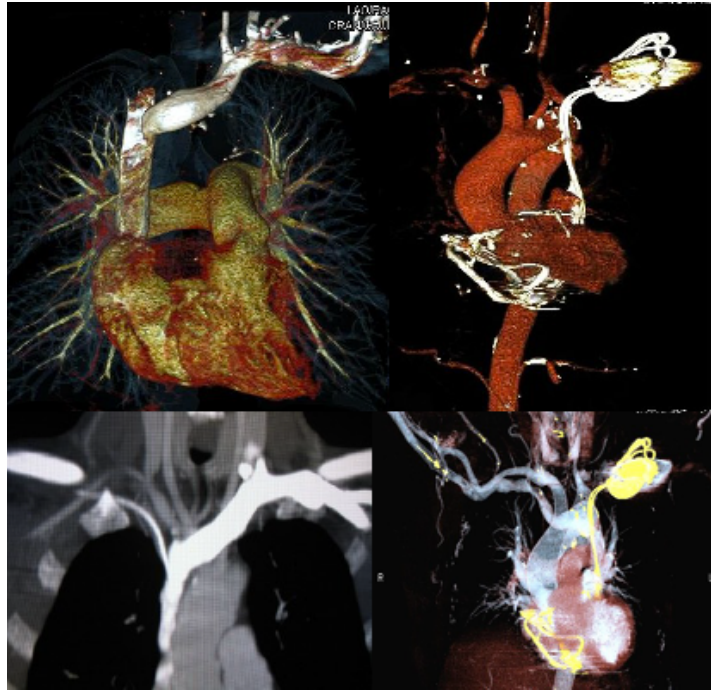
Angioscanner et angio-RM des veines centrales ; reconstructions MIP et VR [62]
